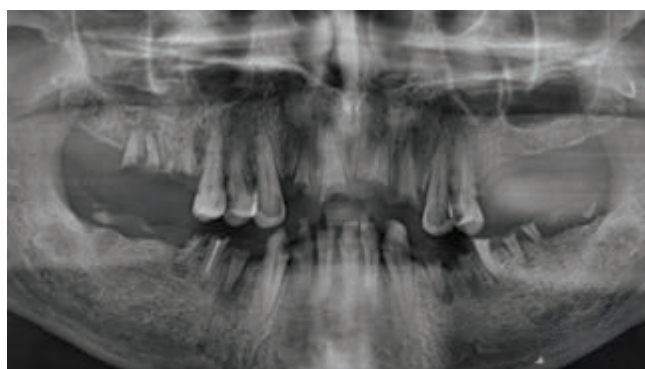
Ortopantomografia para operacionit
